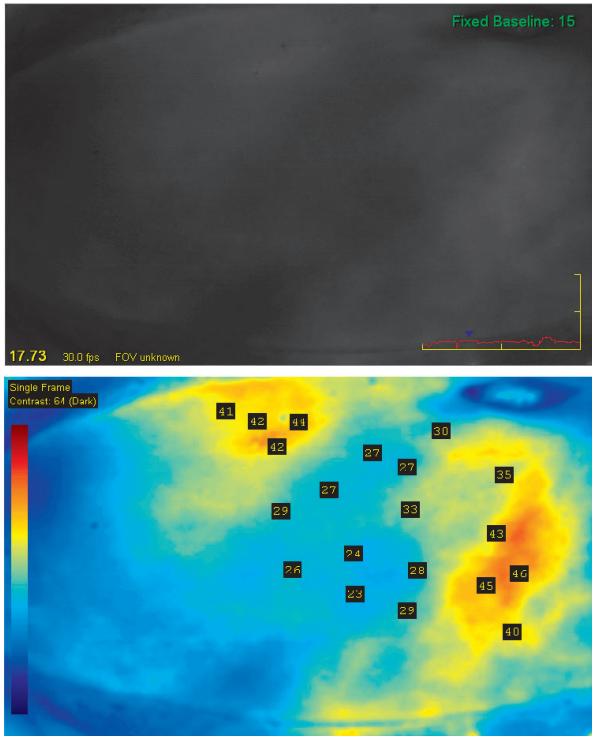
İndosiyanın yeşili ile anjiyografide karın bölgesinde hazırlanmış derin inferior epigastrik arter flebinin perfüzyonu görülmektedir. Flebin tümünde izlenen fluoressan parlama, flep perfüzyonunun iyi olduğunun bulgusudur. Umbilikus etrafında artmış fluoressan parlama o bölgedeki yoğun perforatör sayısından dolayıdır.
